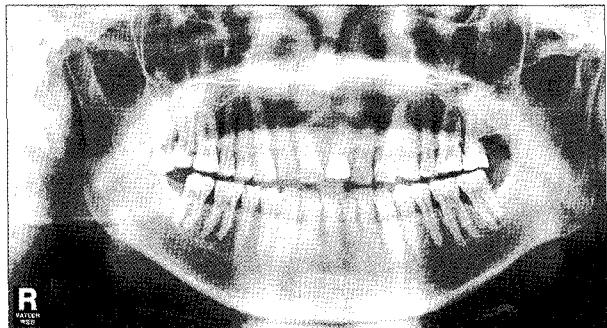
Pre-op panorama & CT (#13-#23 apical site radiolucency and cortical bone expansion).
